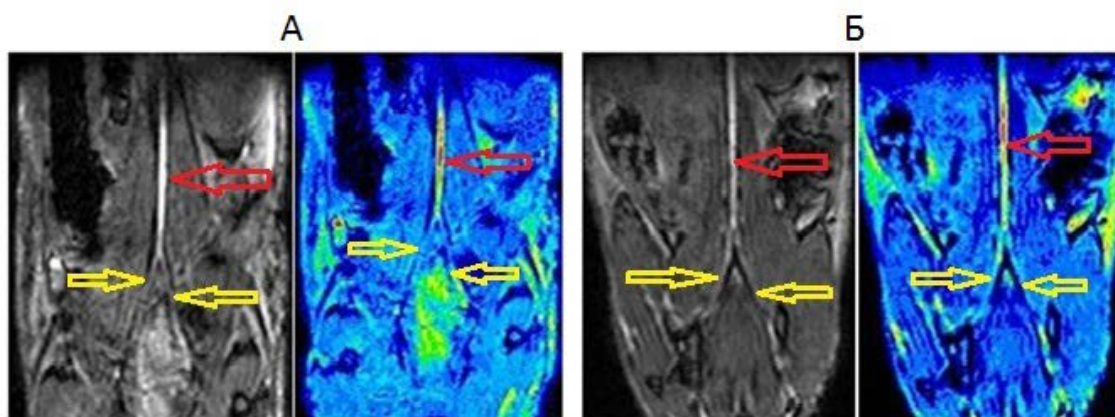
МРТ брюшной аорты в ангиорежиме через 4 недели после операции. А – экспериментальная группа, Б – контрольная группа. Красными стрелками указана проходимость брюшной аорты, желтыми стрелками указаны проходимые подвздошные артерии
